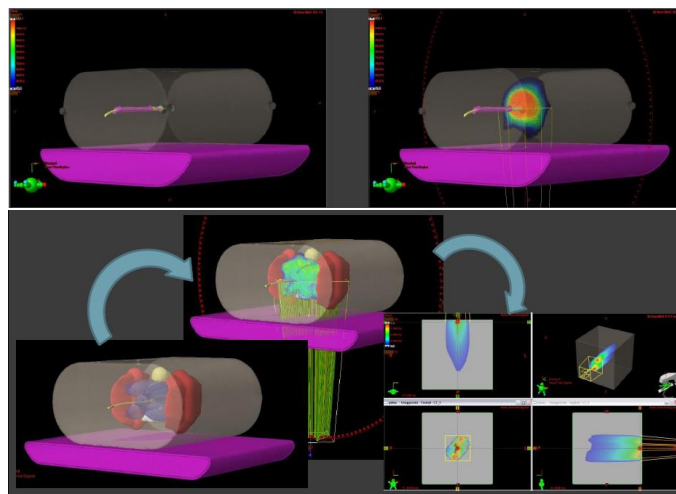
Ilustrační příklad vyzáření fotografie na radiografický film metodou IMRT.
